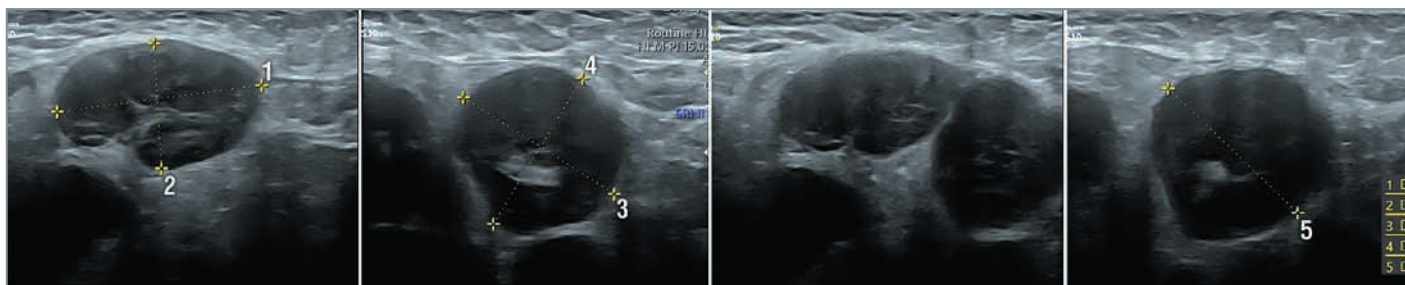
Данные УЗИ аксиальных лимфатических узлов у беременной с ЛХ.
